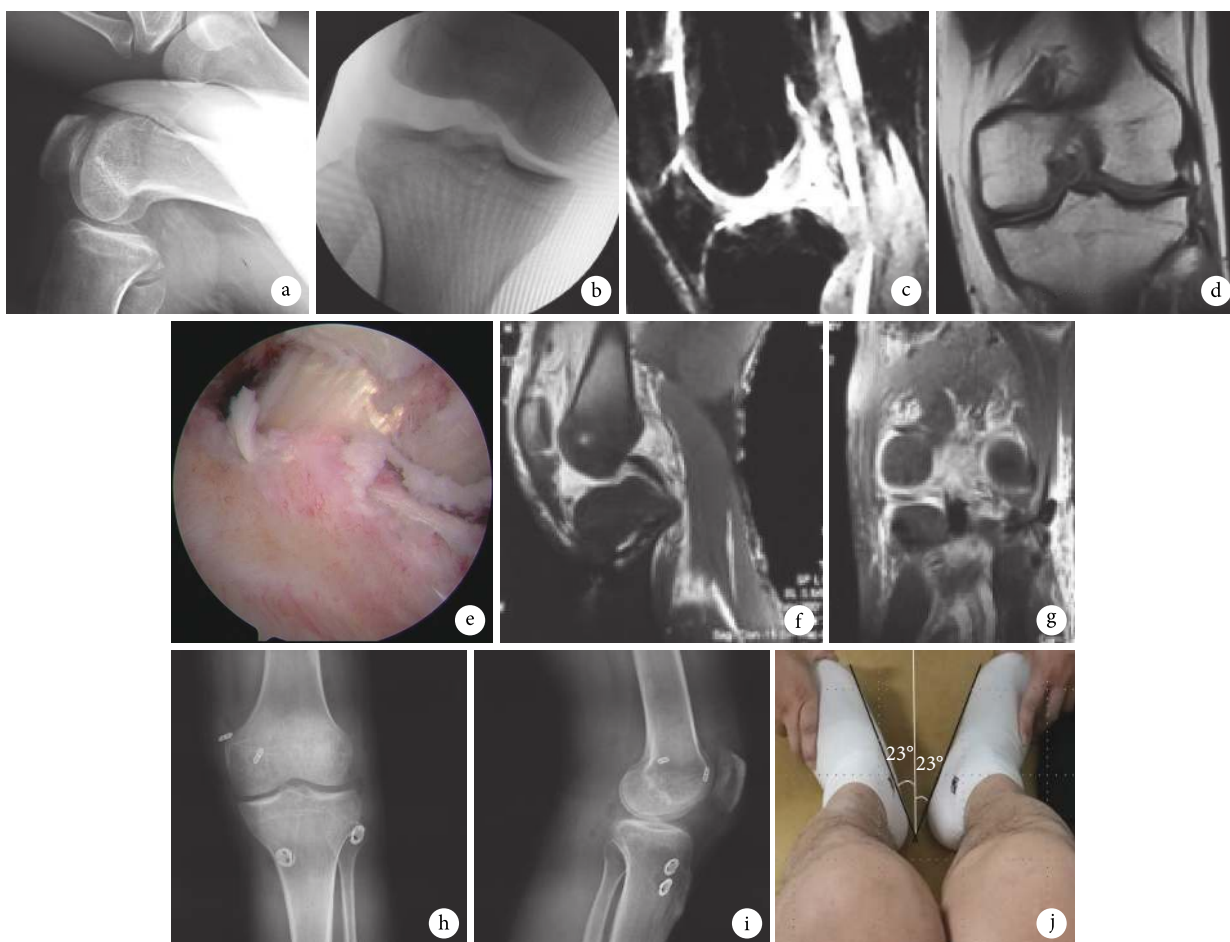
患者，男，36岁，左膝关节PCL断裂合并后外侧复合体损伤 a. 术前胫骨后沉征；b. 术前麻醉下内翻应力试验；c、d. 术前MRI示PCL损伤；e. 术中重建PCL；f、g. 术后1dMRI示重建PCL；h、i. 术后2个月膝关节正侧位X线片；j. 术后17个月屈膝30°位拨号试验
